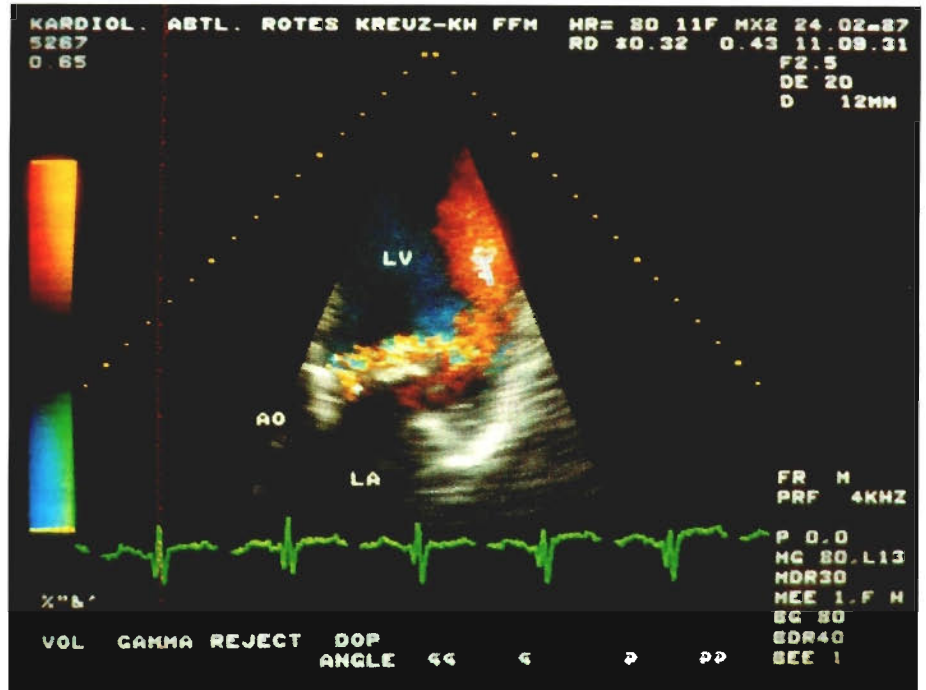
Mittelschwere Aorteninsuffizienz, von apikal. Frühdiastolischer bogiger, turbulenter (mosaikartiges Muster) Rückstrom von der Aorta (Ao) in den linken Ventrikel (LV). Dieser Rückstrom prallt auf die Ventrikelhinterwand und wird dann mit geringerer Geschwindigkeit zur Spitze reflektiert. An der Spitze Strömungsumkehr vom Schallkopf weg in Richtung Ausflußtrakt (blau-kodiert). Mittels herkömmlicher eindimensionaler Dopplersonographie wäre die Einschätzung von Flußbreite und -tiefe sehr schwierig
